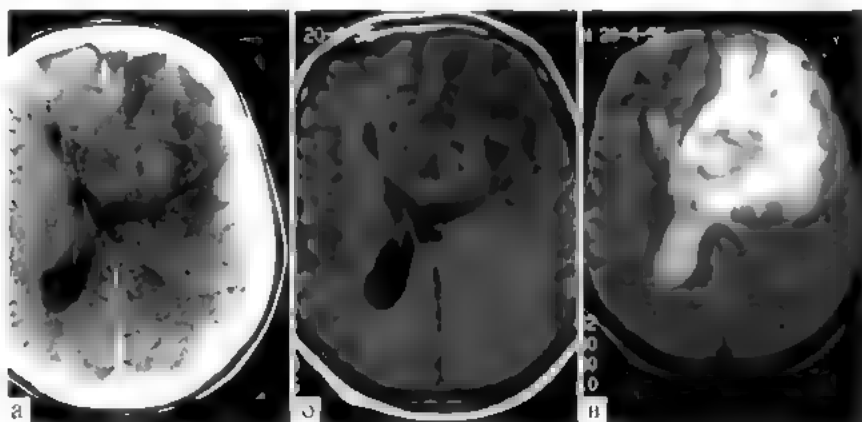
Доброкачественная глиома (пилонидная астроцитомы) левой задне-лобной области: а — КТ с контрастным усилением, опухоль не накапливает контрастное вещество; б — тот же больной, МРТ с контрастным усилением, T1-взвешенные изображения — опухоль выглядит как зона сигнала низкой интенсивности; в — тот же больной, МРТ, T2-взвешенные изображения — опухоль выглядит как зона гиперинтенсивного сигнала
